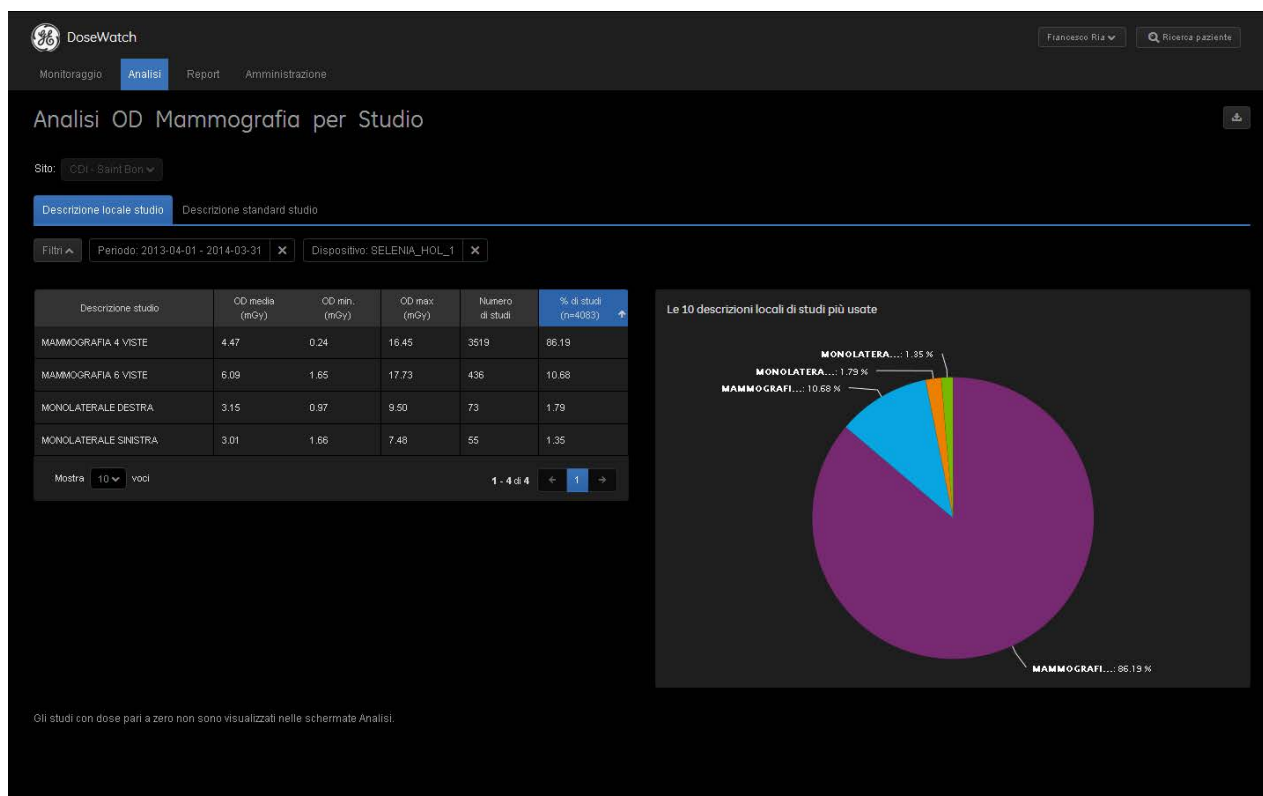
Analisi dei protocolli diagnostici utilizzati con uno dei mammografi Hologic Selenia Dimension e dettagli di uno studio TC (addome senza e con mezzo di contrasto nella fase arteriosa, venosa e tardiva).
